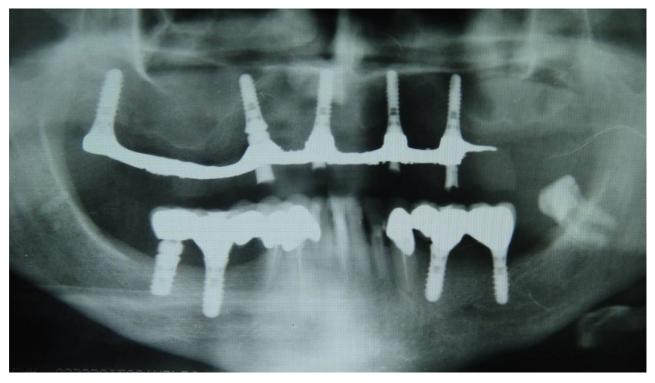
Та же больная. Ортопантомограмма после протезирования
